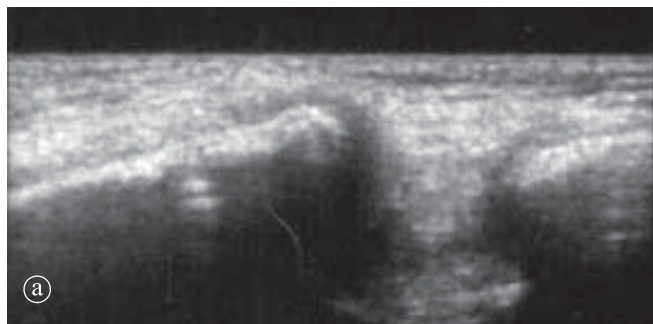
Ecografie regiunea supraclaviculară dreaptă. a) Tumefiere de părți moi. Reacție periostală. b) Adenopatie supraclaviculară dreaptă.
